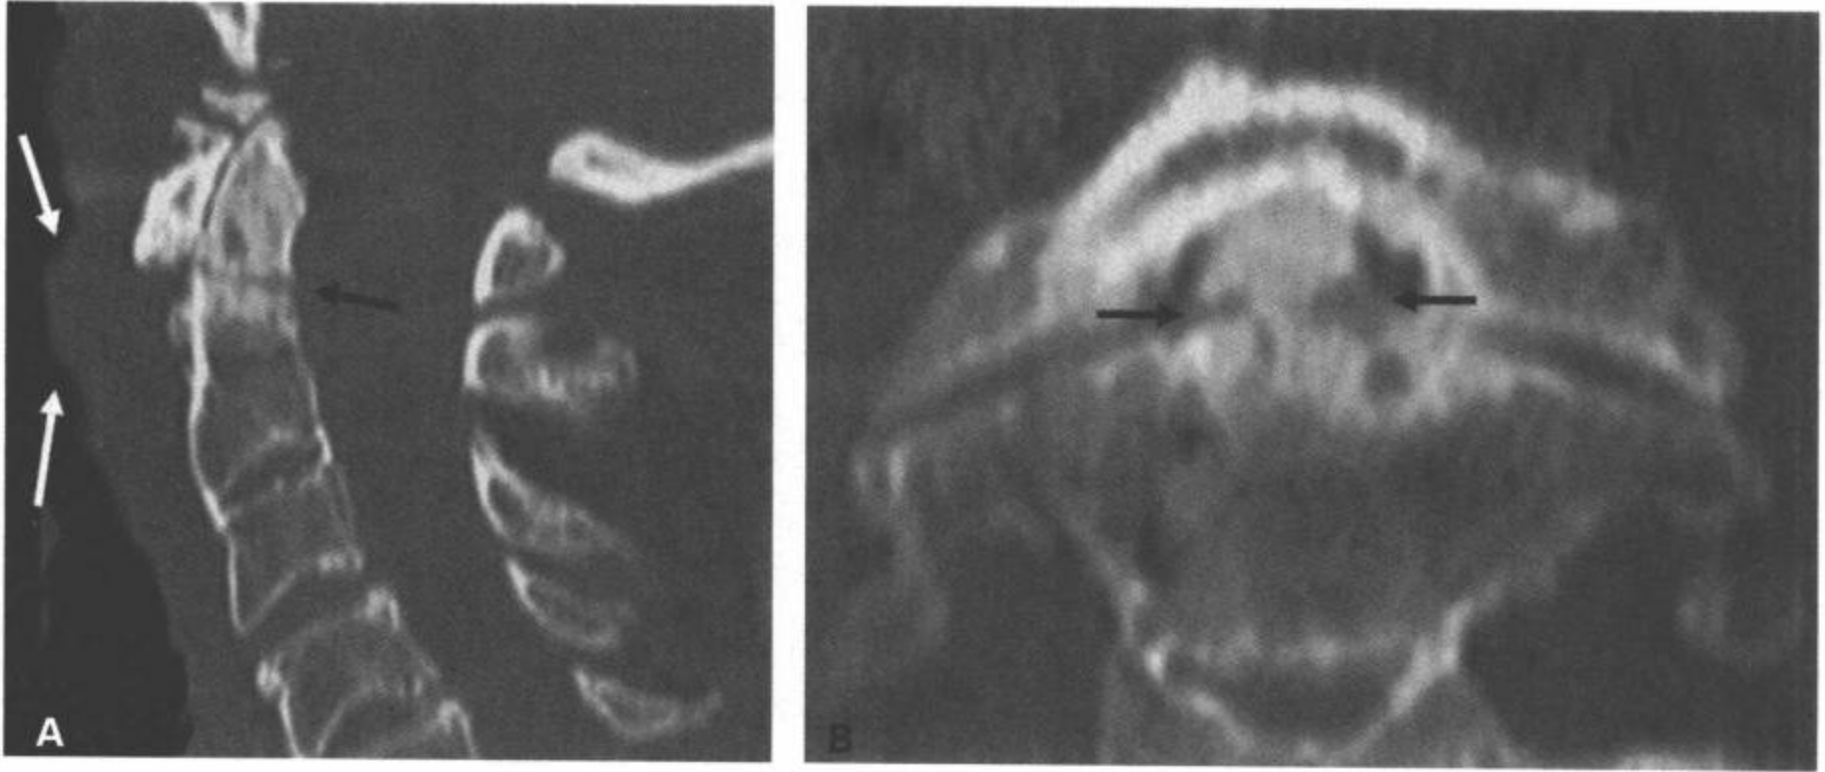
II型齿突骨折。A: CT多平面重组矢状面和(B)冠状面图像显示无移位的II型齿突骨折(黑箭)。(A)中显示颅颈部椎前软组织轮廓异常(白箭)。
